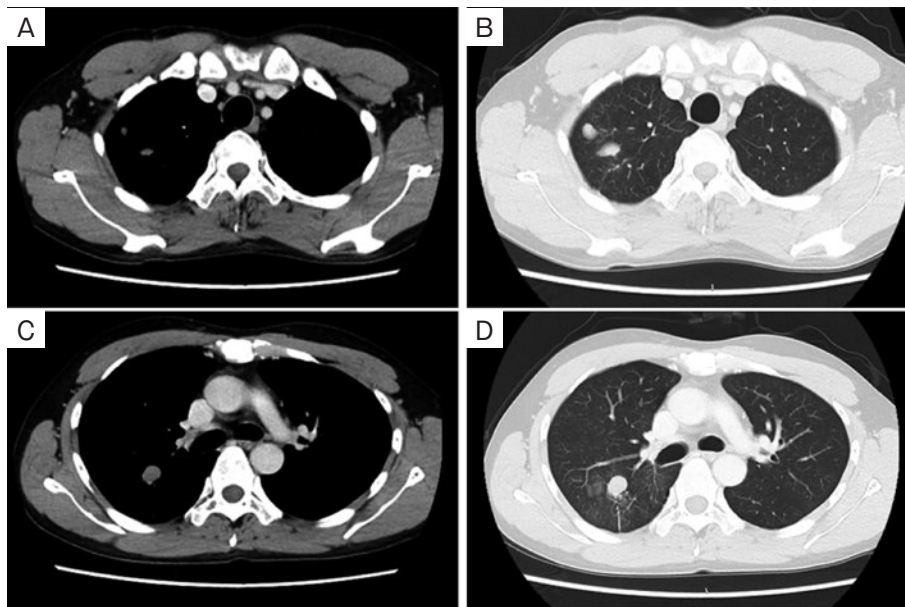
初診時胸部造影CT. (A, B) 右上葉に多発結節影を認め、脈管の収束や胸膜陥入像は明らかではなく、造影効果は認めなかった. (C, D) 右下葉にも周囲にすりガラス陰影を伴う結節影を認めた.
